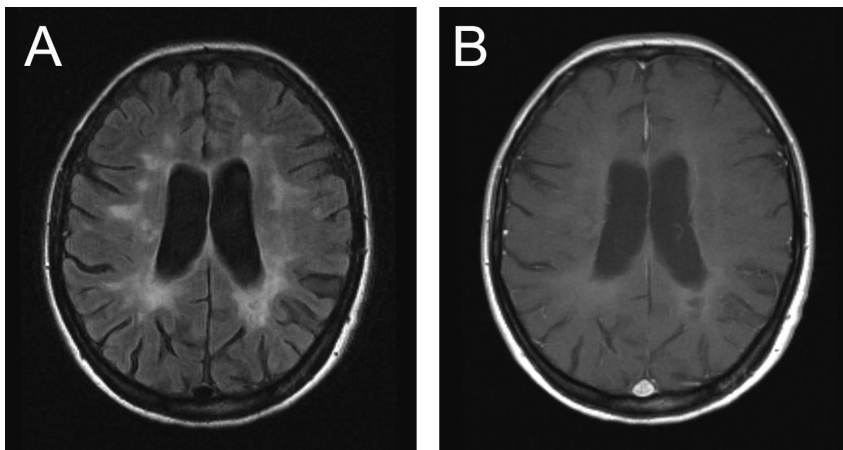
MRT-Befunde einer 32-jährigen Patientin mit SPMS (EDSS 4,0). 12 Jahre nach der klinischen Erstmanifestation zeigen die (A) FLAIR - und (B) T1-gewichteten Aufnahmen ausgeprägte konfluierende Marklagerläsionen und eine Atrophie, gekennzeichnet durch eine Erweiterung der Seitenventrikel.
